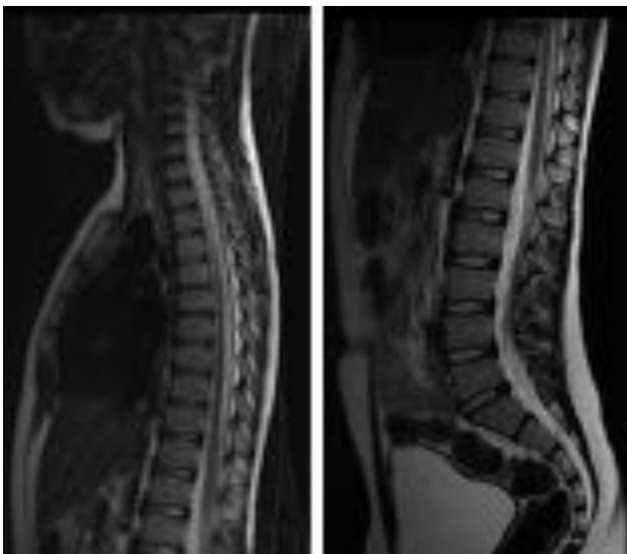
RM columna dorsal y lumbar, secuencia sagital potenciada en T2. Útil para detectar cambios patológicos en caso de presencia o persistencia de edema (hiperintenso).
